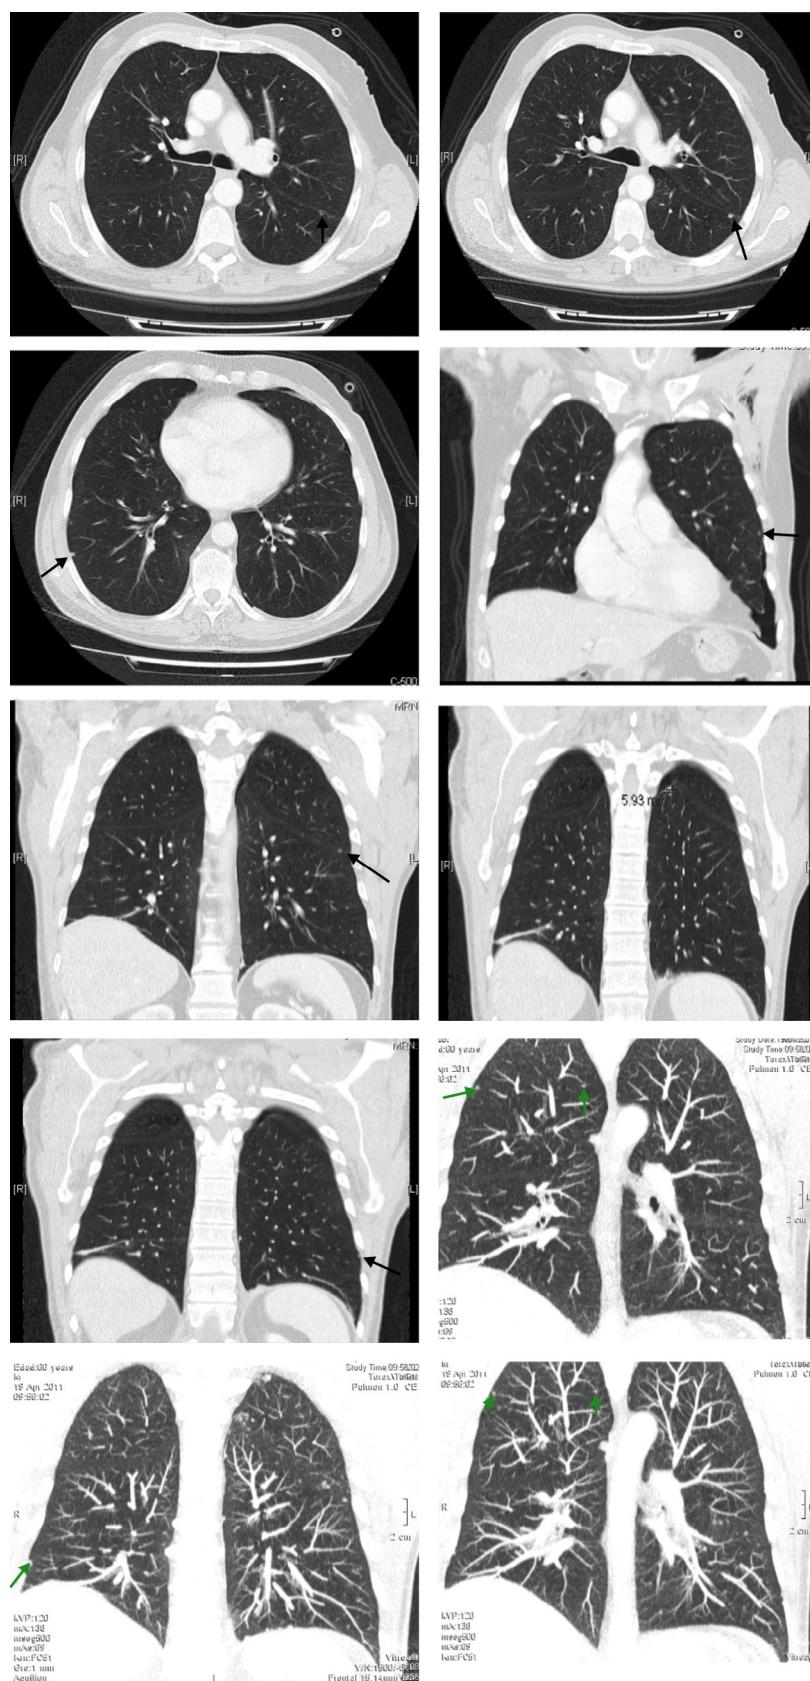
TC de tórax donde se observan varios nódulos en ambos pulmones y en la pleura (flechas). Fuente: Servicio de Radiología del Hospital General de La Palma.
